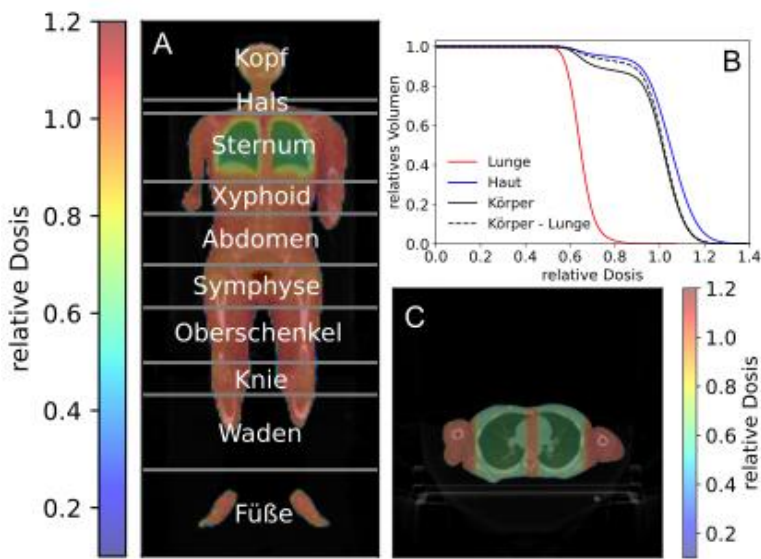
Repräsentative CT-Schichten mit relativer Dosisverteilung (A,C) und Dosis-Volumen-Histogramme (B). (A) zeigt zusätzlich die Körperregionen des Feldzonenverfahrens.
